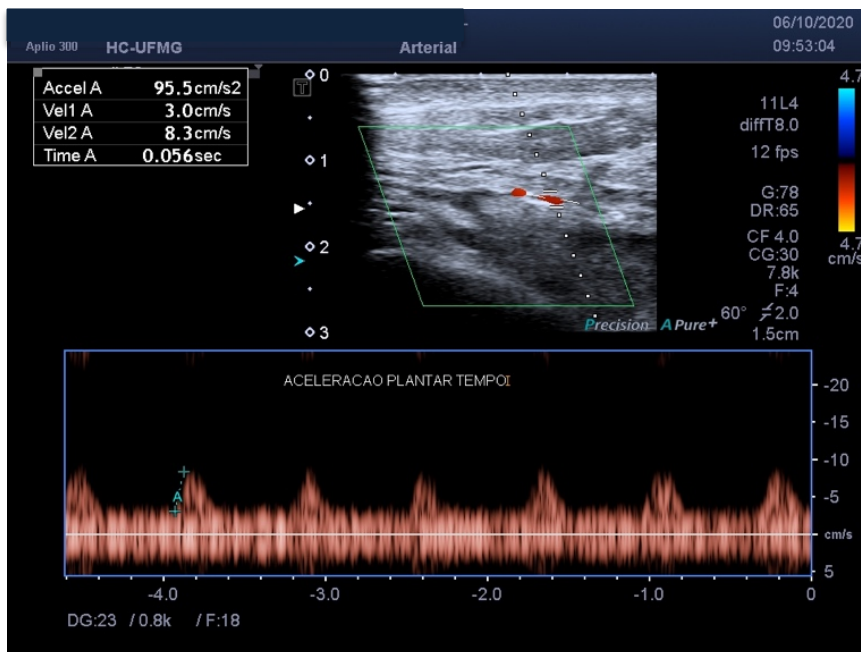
A. Ultrassonografia vascular com Doppler pós operatório mostrando restabelecimento do fluxo em artéria femoral superficial após angioplastia. B. Tempo de aceleração da artéria plantar lateral de 0,056s (equivalente ao ITB>0,8)
